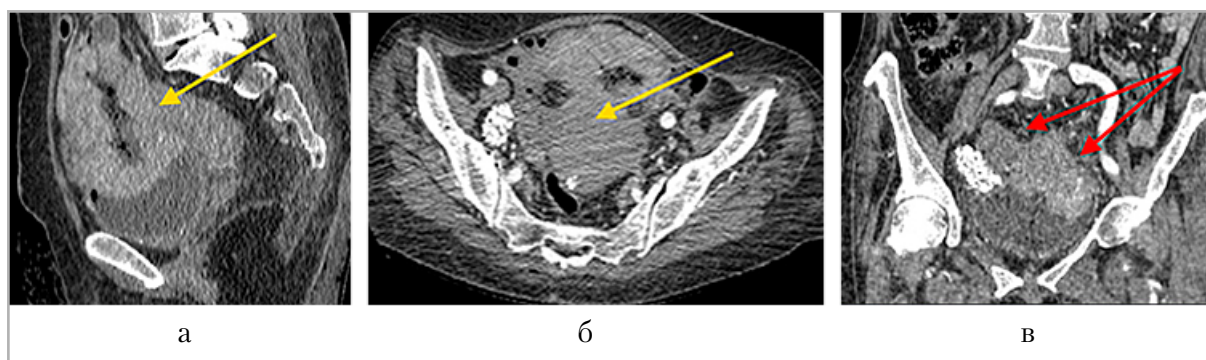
Компьютерные томограммы органов малого таза с внутривенным КУ в раннюю артериальную фазу: *а* — сагиттальный и *б* — аксиальный срезы: признаки опухолевой инвазии в дно матки (*желтые стрелки*); *в* — корональный срез: опухолевая инфильтрация парамеральной клетчатки (*красные стрелки*)
